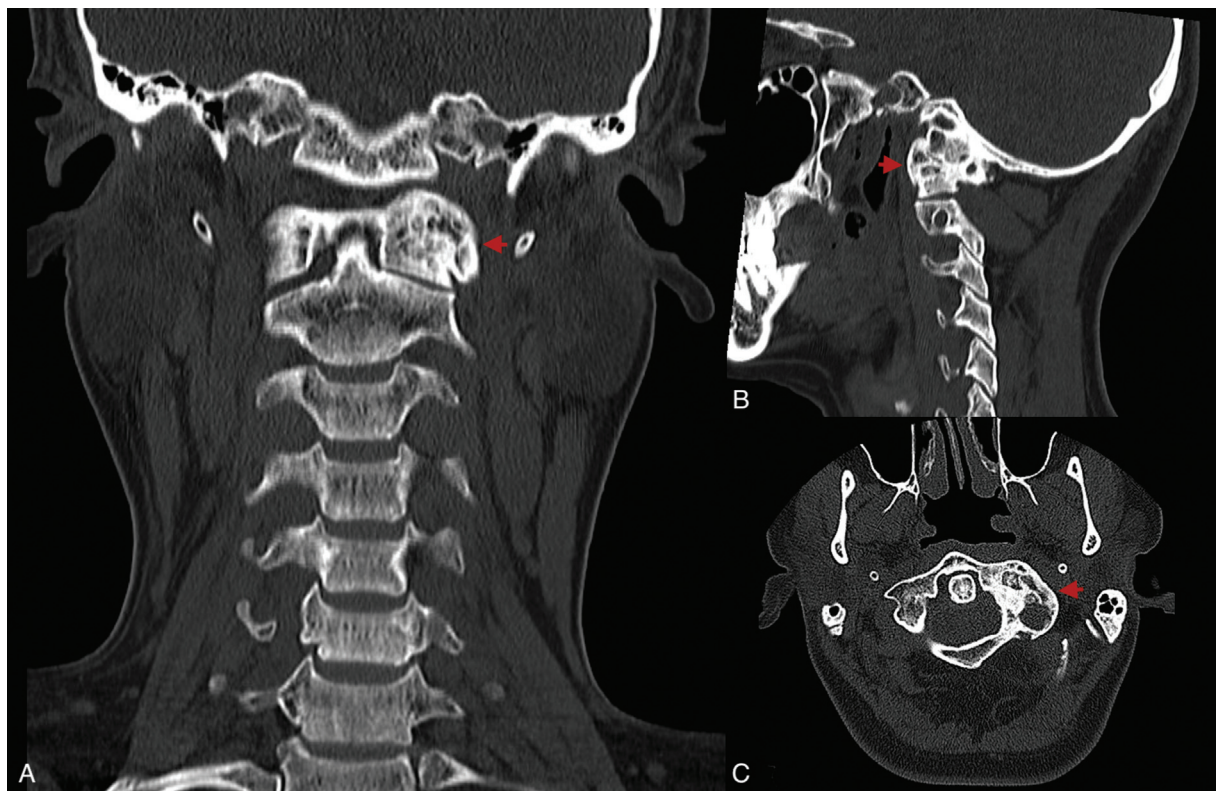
Tomografía axial computarizada cervical sin contraste seis meses después del tratamiento. Cortes coronal (A), sagital (B) y axial (C), en los que se aprecia lesión prácticamente similar al control previo.
